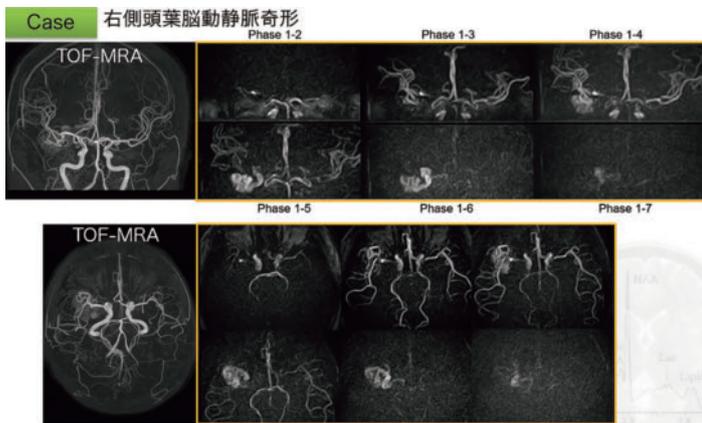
45 秒で撮像できる 4D-MRA (magnetic resonance angiography)
